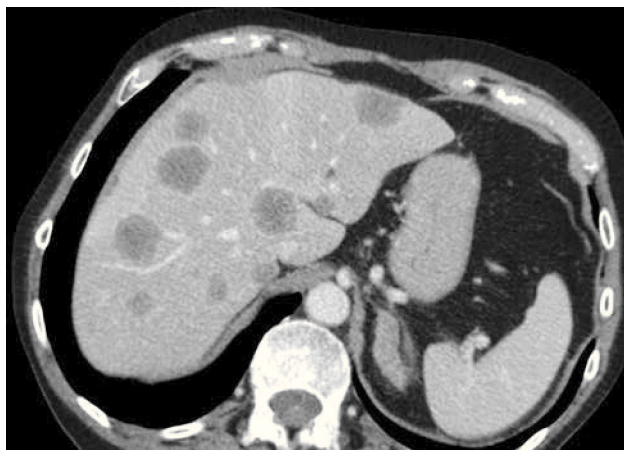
Metástasis hepáticas de cáncer de colon. Paciente de sexo masculino de 65 años con una neoplasia de colon se realiza TC de etapificación, que muestra múltiples metástasis hepáticas.
